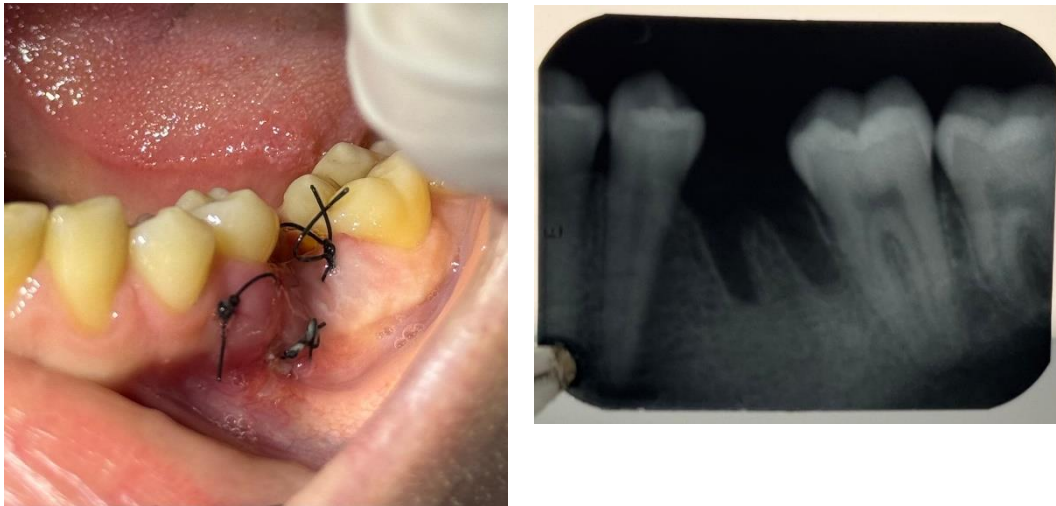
Control postoperatorio a los siete días: adecuada cicatrización de tejidos blandos y radiografía periapical de control.
